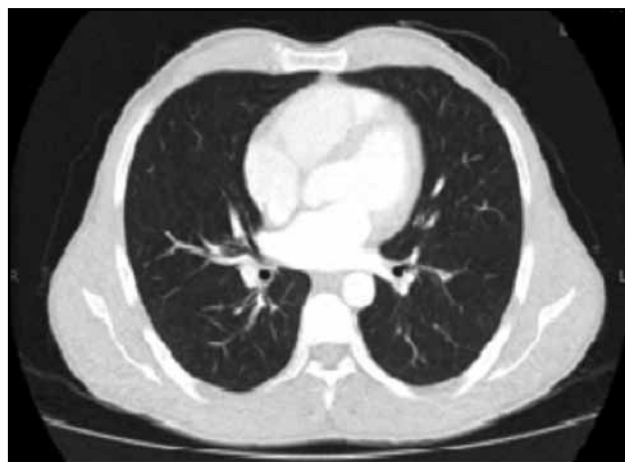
TAC de tórax con contraste normal.
